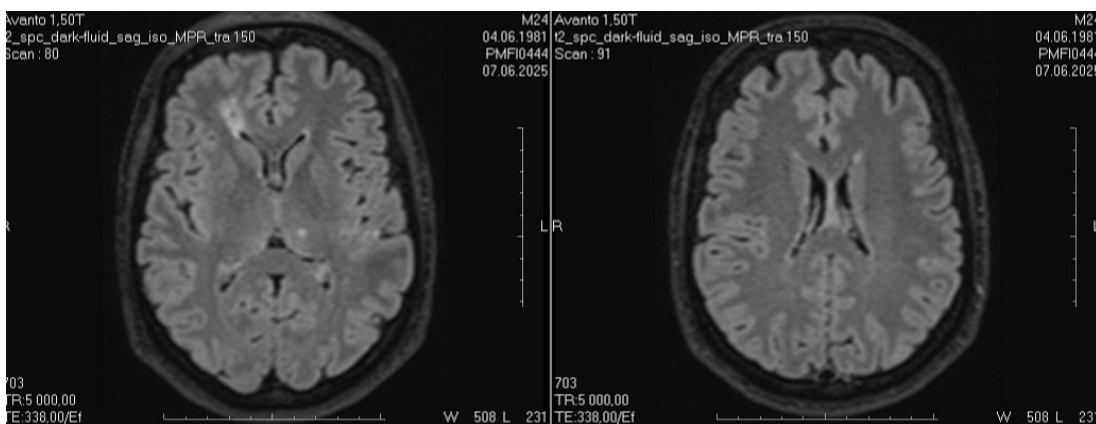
б. МРТ головного мозку, червень 2025 року
